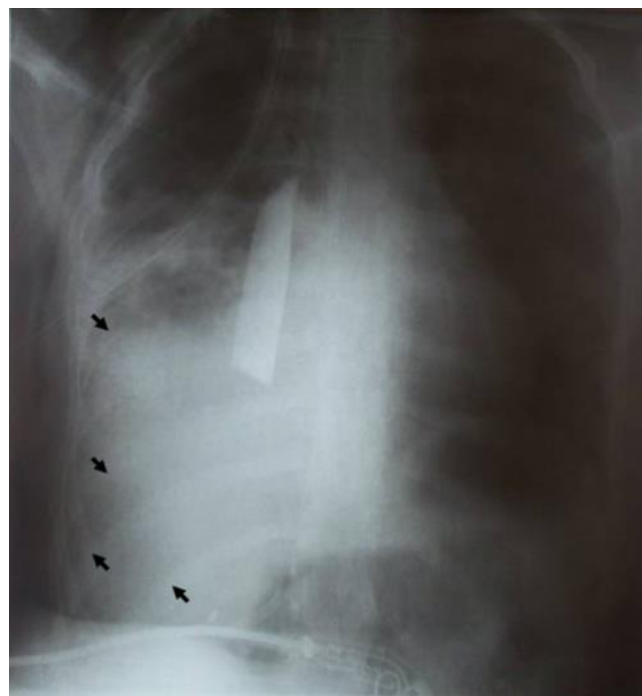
Radiographie standard de face qui objective la présence d'une lame métallique intra thoracique (patient n°1).
